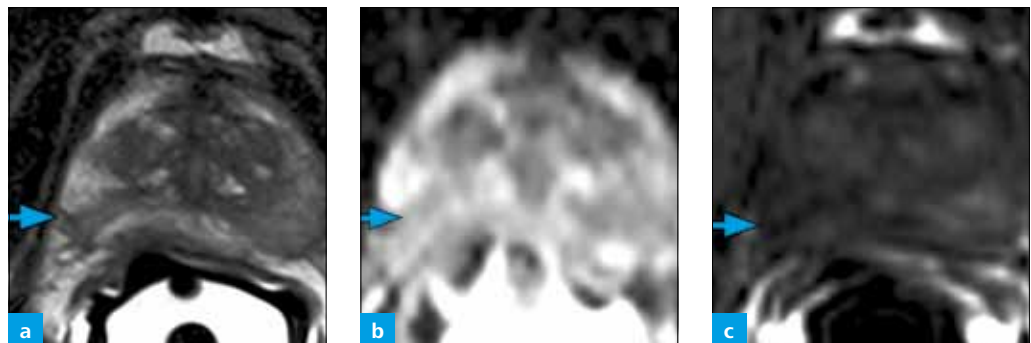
(a) T2-w Aufnahme, (b) ADC-Map und (c) AUC-Perfusions-Map jeweils in axialer Ebene mit Spule: In diesem rundlichen Areal in der äußeren Drüse (Pfeil in a) zeigten sich eine auffällige umschriebene Veränderung im ADC-Map (Pfeil in b) und eine ausgeprägte fokale Hypervaskularisierung (Pfeil in c). Die MRT-gesteuerte Biopsie erbrachte wiederum eine fokale Prostatitis.
